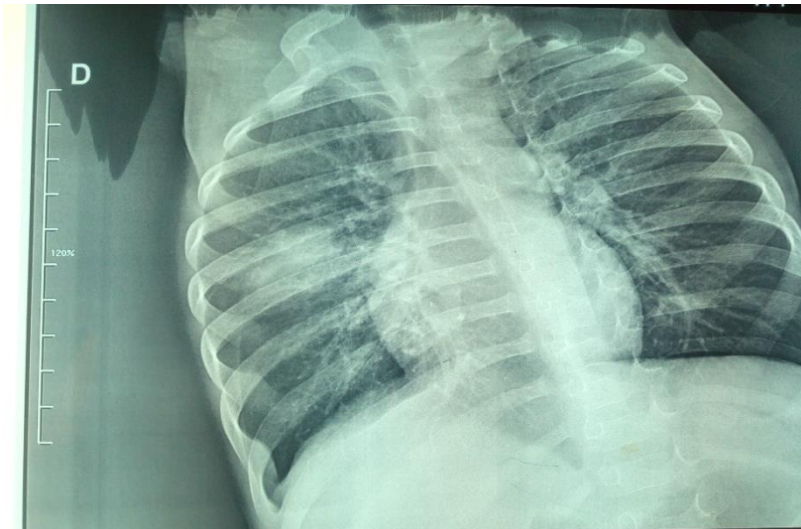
Radiographie de thorax de face montrant une opacité lobaire moyenne droite avec bronchogramme aérique[20].
